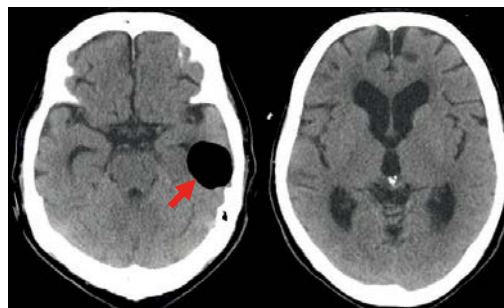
Computed tomography scans obtained at 7 months after lumboperitoneal shunt insertion revealed air accumulation in the left temporal lobe (arrow).
